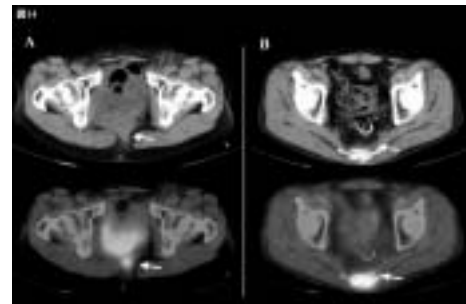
F-18 FDG PET/CTによる直腸・大腸癌術後の再発巣の検出
